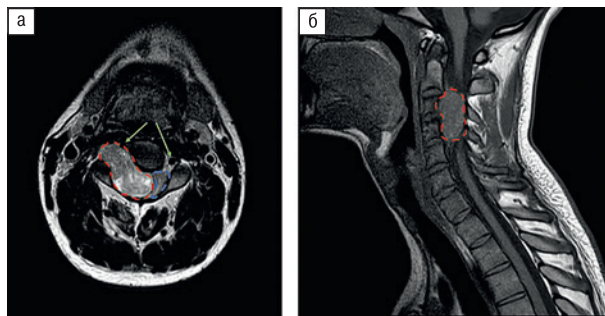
МРТ с контрастным усилением
